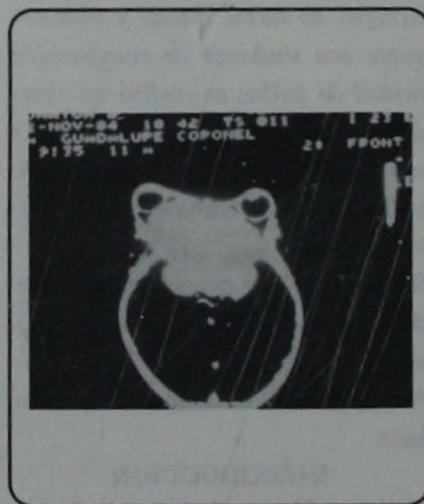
Tomografía computada, corte axial a nivel de las órbitas, contrastado que muestra cordoma de grandes dimensiones que invade y destruye ambas órbitas y causa exoftalmos bilateral.
